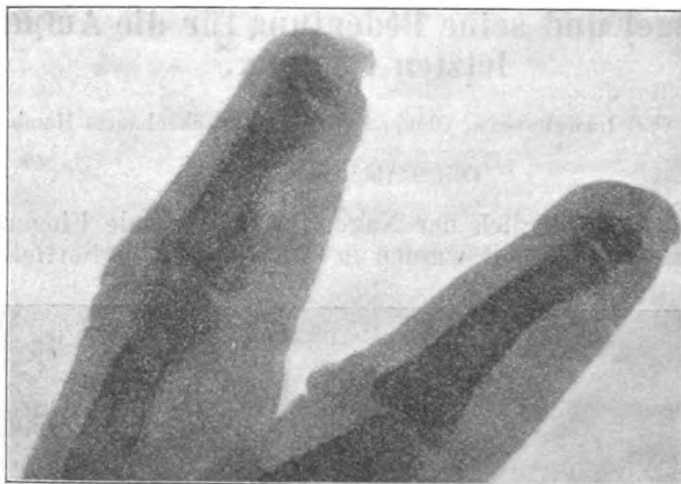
Profil-Röntgenbild der beiden Finger.
